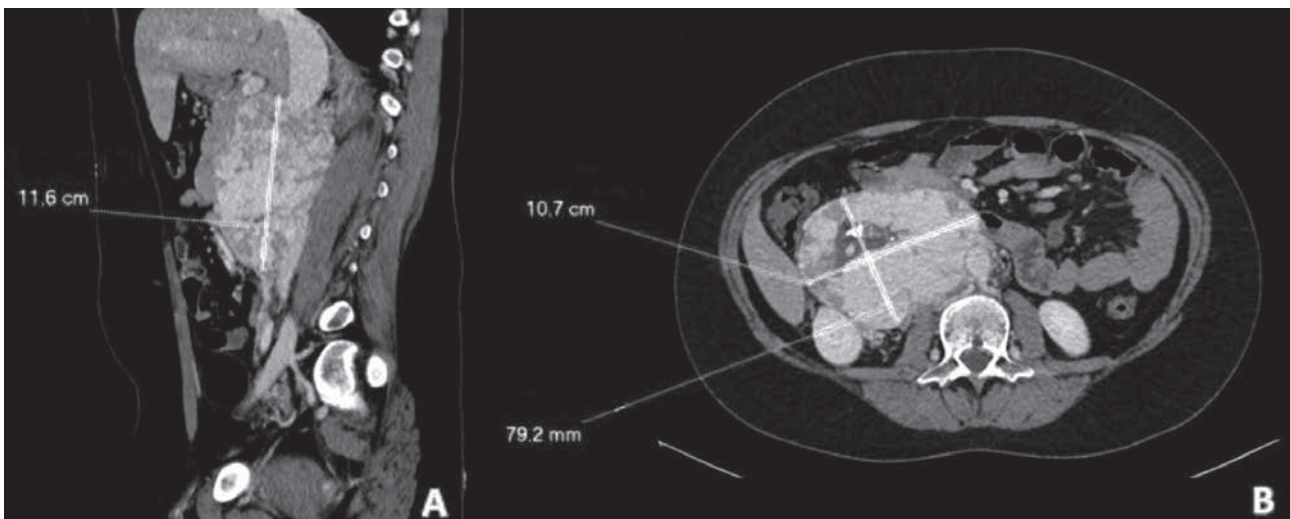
Imágenes de TC abdominopélvica con contraste intravenoso en planos coronal (A) y axial (B). Se visualiza una gran masa retroperitoneal derecha que se extiende craneocaudalmente desde nivel de cabeza pancreática hasta confluencia de las venas ilíacas comunes, con una longitud de 11,6 cm y un tamaño en plano axial de al menos 10,7 x 7,9 cm. Está en íntima relación con la vena cava inferior, contacta en algunas zonas en casi 180° con aorta, contacta con arteria mesentérica inferior y con arteria mesentérica superior proximal, muestra amplio contacto con la arteria renal derecha, engloba la vena renal izquierda. Comprime y desplaza posteriormente el riñón derecho del cual no parece depender. Contacta con hígado, comprime levemente colon derecho, y comprime y desplaza anteriormente duodeno y cabeza pancreática. Presenta densidad heterogénea con áreas centrales hipodensas sin realce sugerentes de zonas de necrosis con calcificaciones amorfas, áreas de apariencia sólida con realce, pero destacan extensas áreas con intenso realce en fase arterial, con probables shunts arteriovenosos.
